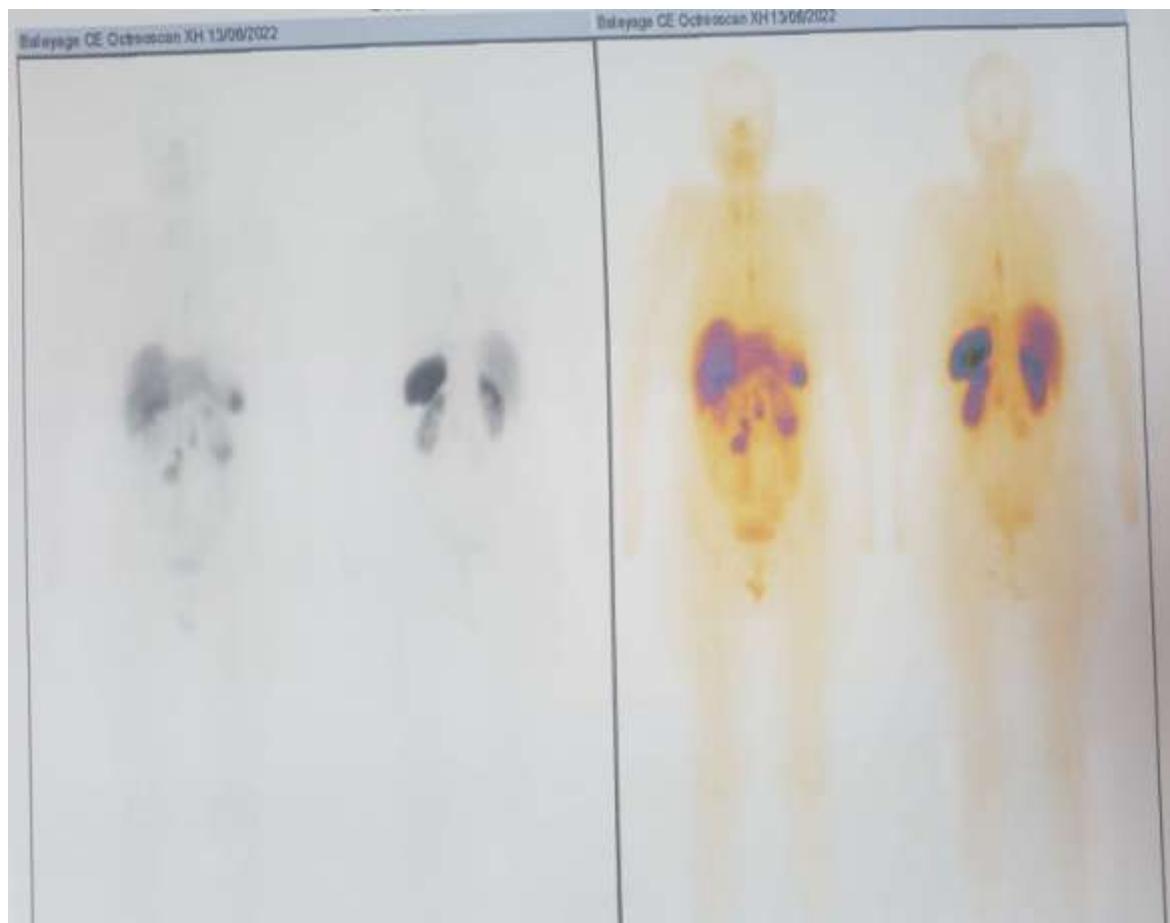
Image planaire d'une scintigraphie au Tektrotyd® chez une patiente âgée de 67 ans, montrant de multiples foyers d'hyperfixation en regard de la région ombilicale de l'abdomen
